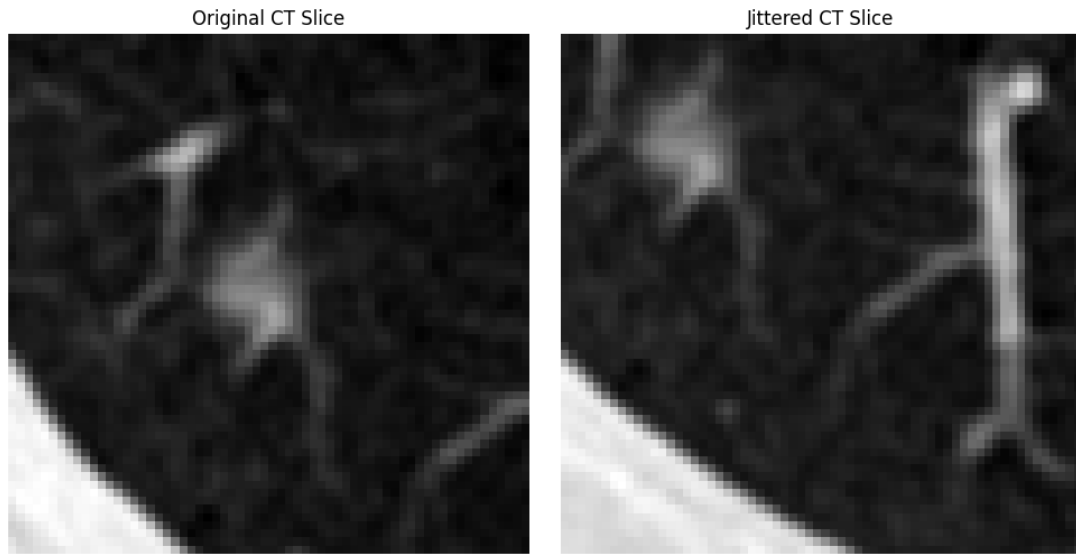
Зліва – оригінальний КТ–зріз; справа – результат після застосування аугментації зсуву [65].
